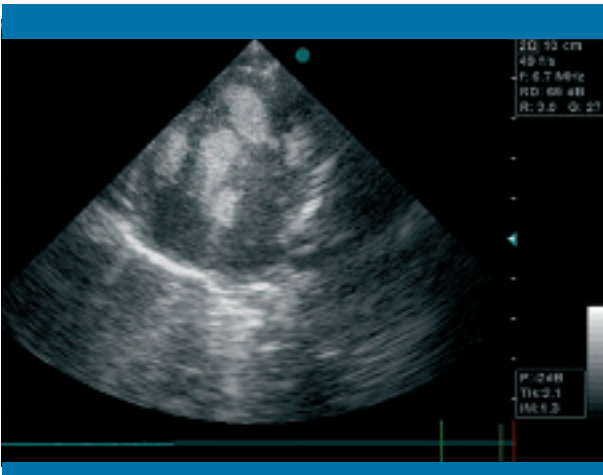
Ecocardiografía (apical de cuatro cámaras) que muestra la presencia de nódulos intramurales e intracavitarios
